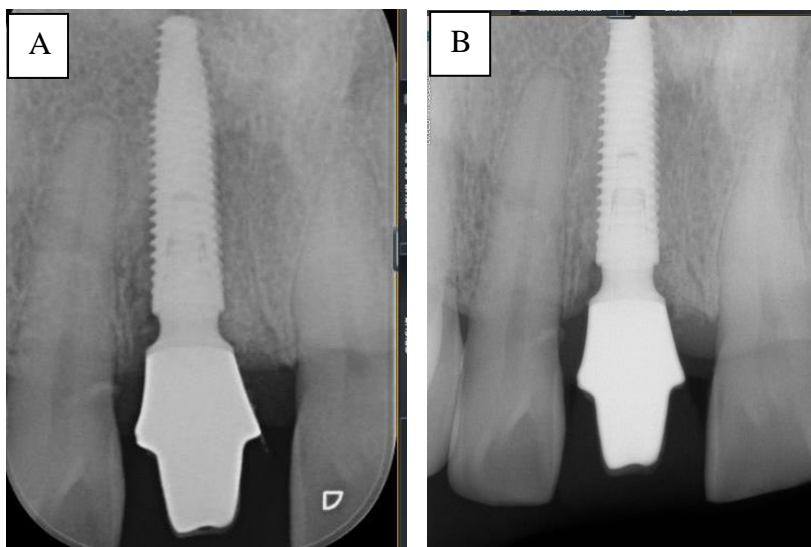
Grupo II. A. Radiografia em T1. B. Radiografia em T2.
